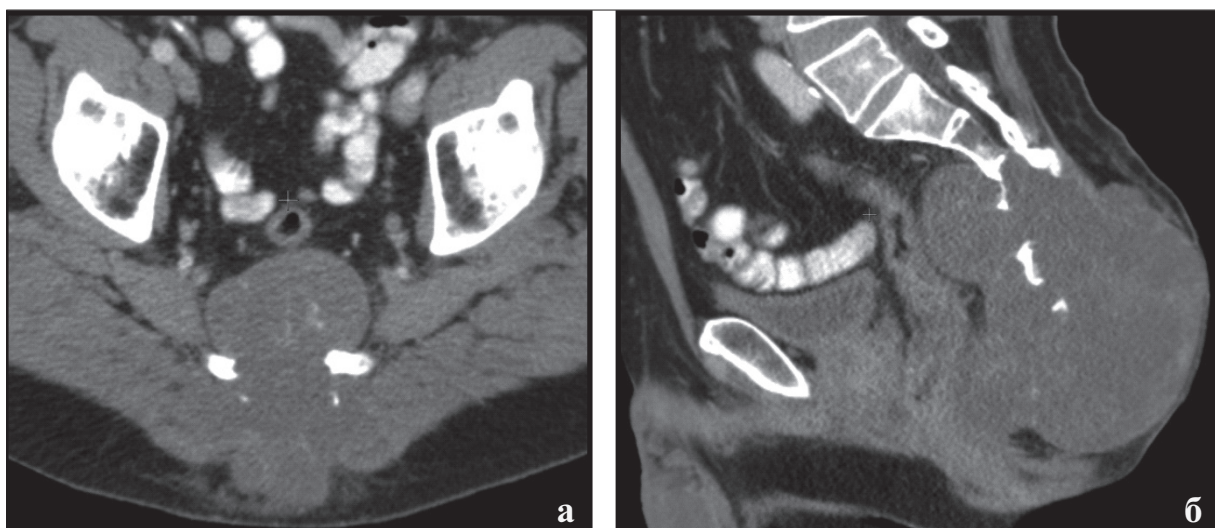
Компьютерная томография крестца. Компьютерные томограммы в аксиальной (а) и сагиттальной (б) проекциях хорошо демонстрируют бугристую опухоль неоднородной структуры за счет преимущественно кистозного компонента
